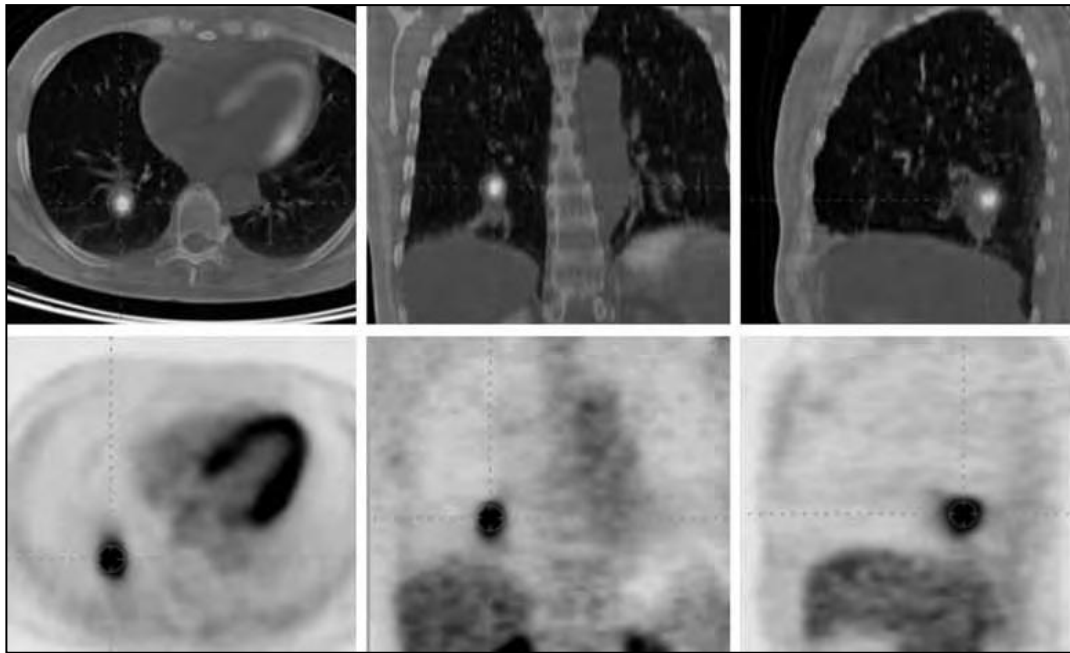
Paciente asintomático con NPS diagnosticado incidentalmente en el lóbulo inferior derecho. Imágenes axiales, coronales y sagitales de PET-TC que muestran una captación de 18-FDG por la lesión nodular, que histológicamente correspondió a un carcinoma epidermoide. Existe una captación fisiológica del miocardio.
